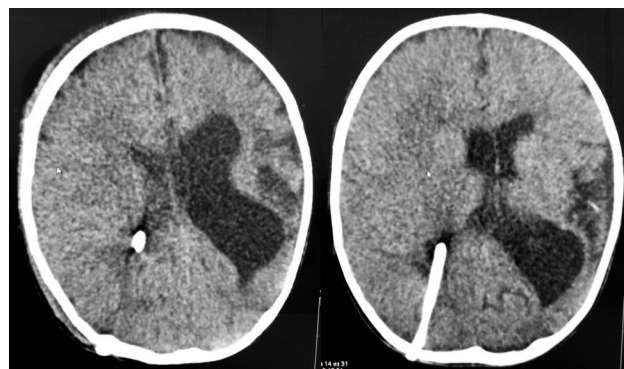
КТ головного мозга через 1 мес после вентрикулоперитонеостомии
